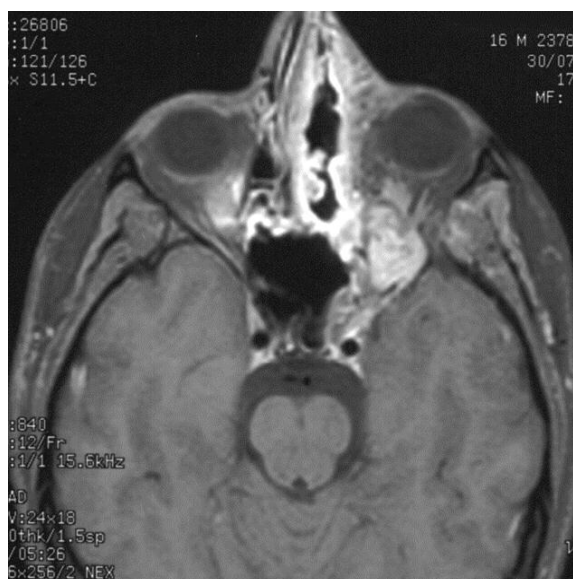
IRM en coupe axiale T1 : Extension orbitaire et envahissement du sinus caverneux [229]
